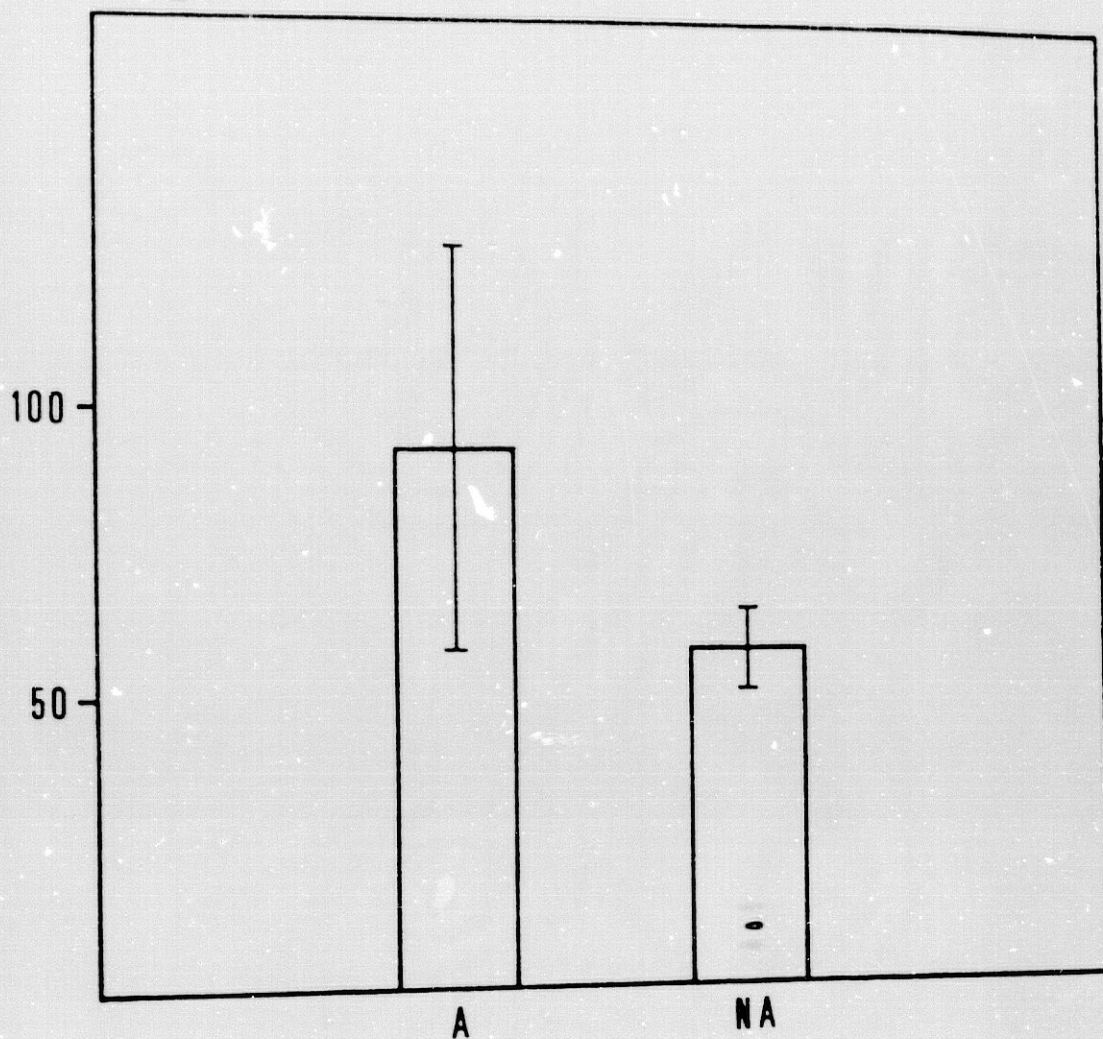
COMPARACION ENTRE LAS ZONAS ALOPECICA Y NO ALOPECICA DE CUERO CABELLUDO RESPECTO A LA FORMACION DE GMPc. LA ACTIVIDAD SE EXPRESA COMO PMOL DE GMPc FORMADO / g DE TEJIDO / MINUTO; LA INCUBACION SE REALIZA DURANTE 10 MINUTOS, UTILIZANDO UNA CONCENTRACION DE GTP DE 0.5 mM. A: ZONA ALOPECICA (n = 22) Y NA: ZONA NO ALOPECICA (n = 8).
